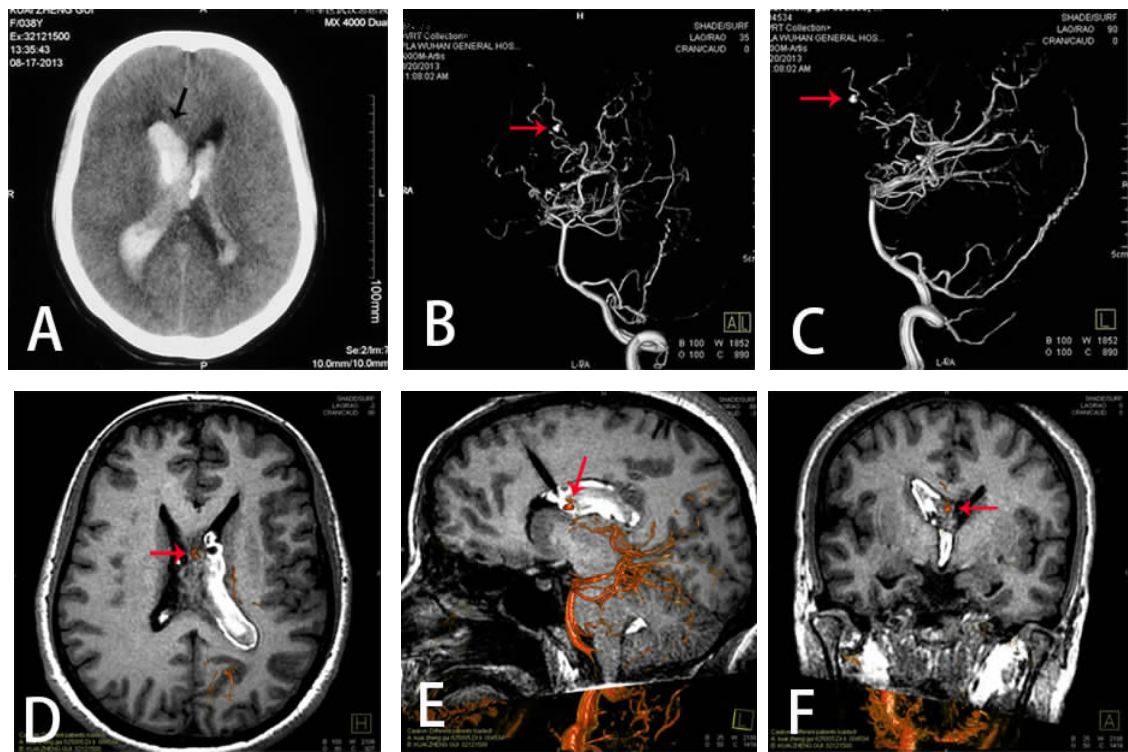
1 例右侧脉络膜后动脉动脉瘤患者术前 DSA 与 MRI 双三维融合影像学图
